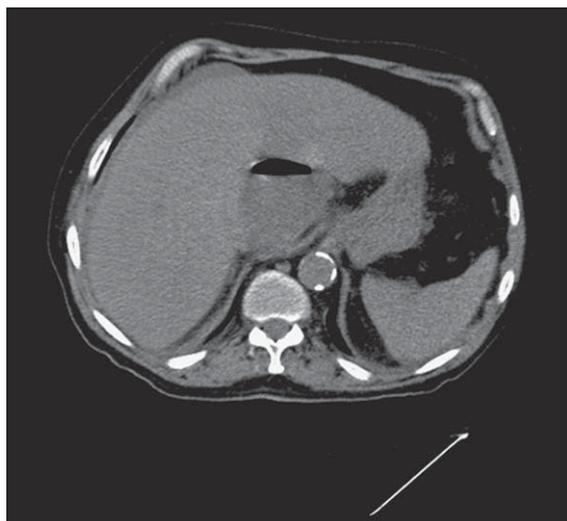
Tomografía Computada: Cavidad de 6,8 cm de diámetro mayor adyacente a la cara interna del hígado por encima del hilio hepático con un nivel hidroaéreo.
